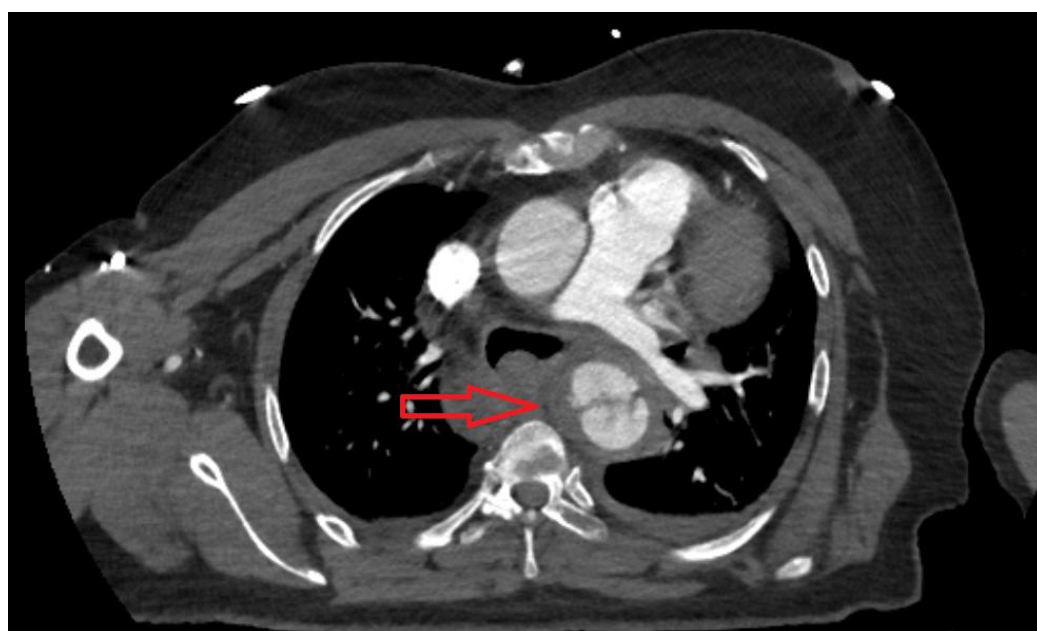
Imagem axial de angiografia por tomografia computadorizada com contraste demonstrando transecção traumática/ruptura contida da aorta torácica na junção entre o arco aórtico distal e a porção proximal da aorta torácica descendente. A seta vermelha
